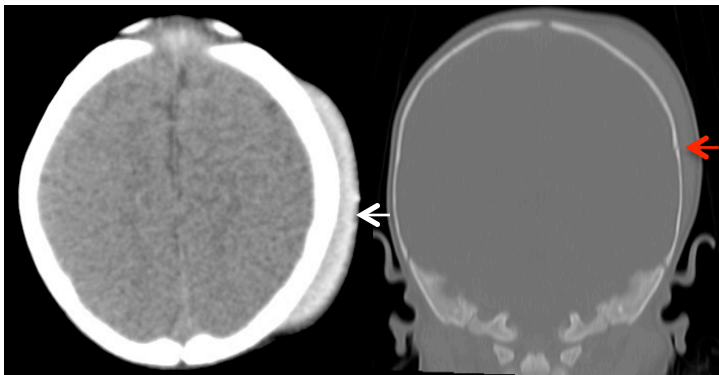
Niña de 7 meses. Tomografía de cráneo simple, fractura lineal no desplazada de hueso parietal izquierdo (flecha roja), hematoma subgaleal temporoparietal izquierdo (flecha blanca). Tumefacción en región parietal izquierda detectada al bañarla. La mamá niega antecedente de trauma. El panel de expertos considera abuso físico infantil, el caso queda a disposición de defensoría de familia.
